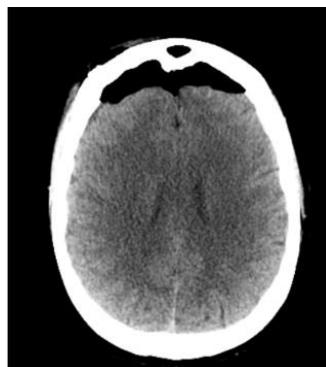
99 TC cranio post-op: assenza di contusioni cerebrale in asportazione completa
